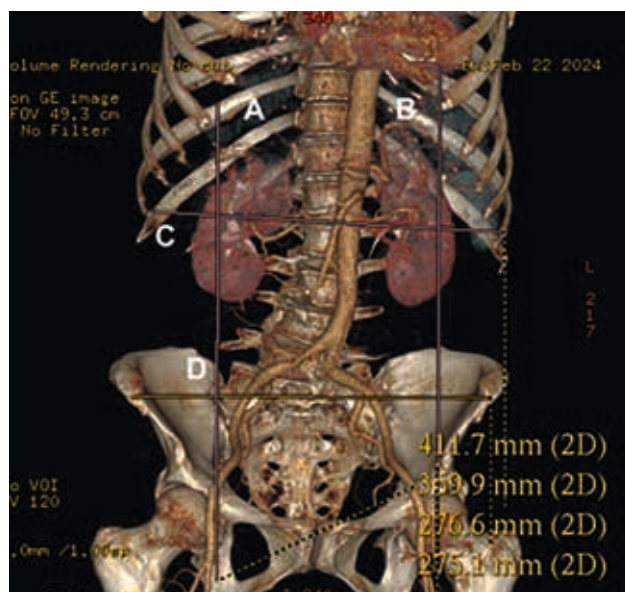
Трехмерная КТ-реконструкция органов брюшной полости и забрюшинного пространства в коронарной проекции с контрастным усилением.
